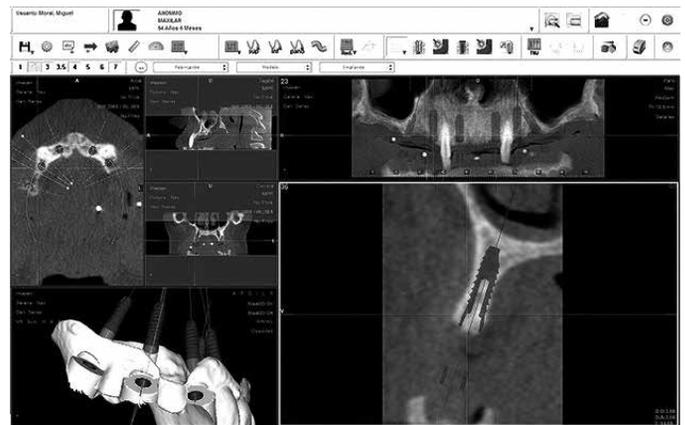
Planificación quirúrgica con software Nemoscan[®] de imagen de CBCT.
